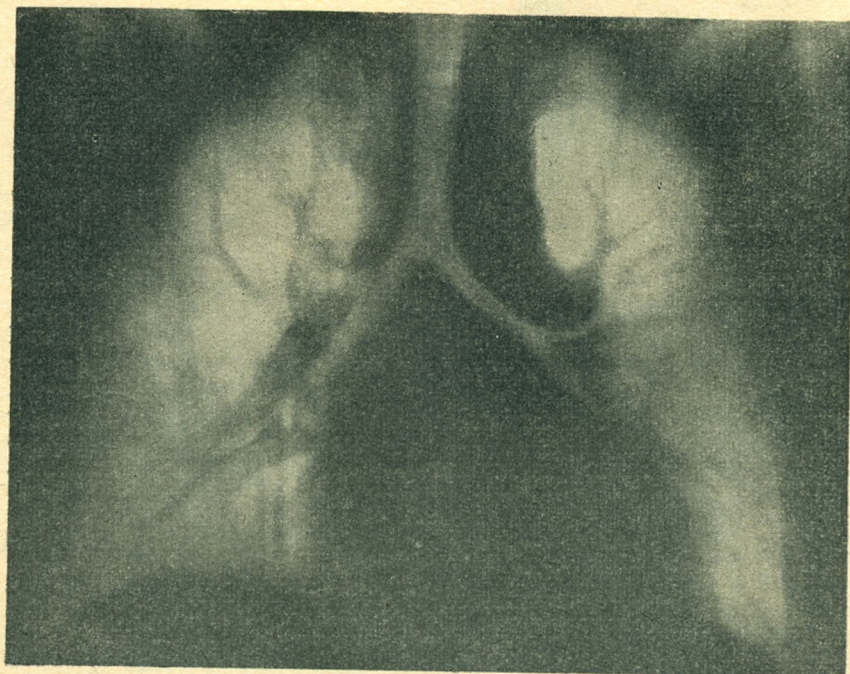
Obraz wnęki w tej głównej warstwie należy sobie dobrze zapamiętać, ażeby potem łatwiej rozpoznawać odchylenia od stanu prawidłowego. Dlatego jeszcze przed tym pokazujemy anatomiczny przekrój z anatomii *Pernkopfa*, który ilustruje główną warstwę wnękową, a dla porównania główną warstwę u 10-letniego dziecka w obrazie tomograficznym (ryc. 2 i 3).
